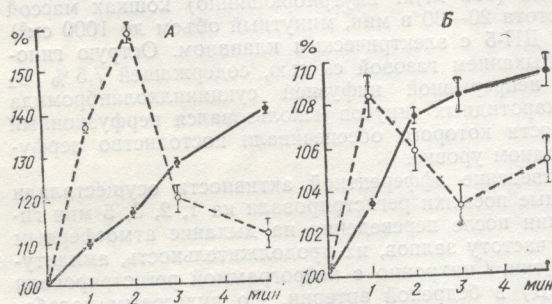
Изменения параметров центральной гемодинамики у животных с интактными каротидными синусами (сплошная линия) и при стабилизации в них перфузионного давления (штриховая линия) в условиях острой гипоксической гипоксии.
